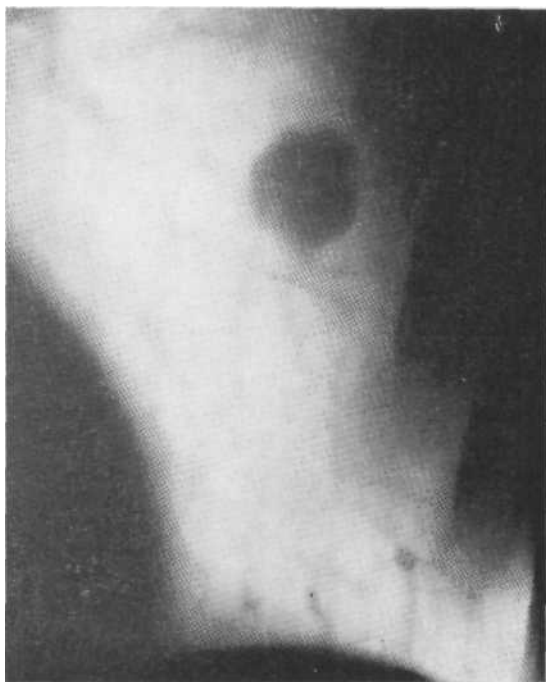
Томограмма в прямой проекции. Периферический рак (опухолевый узел диаметром около 3 см). Операция.
